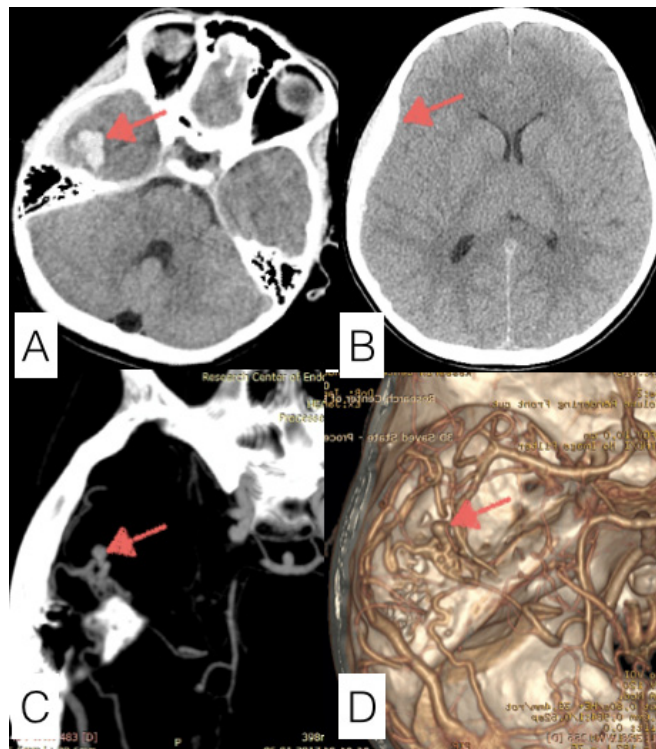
A 8-years old female with acute intracerebral hematoma. - CT showed intracerebral hemorrhage in right temporal lobe and subdural hematoma without significant mass-effect (A and B); C - CT angiography revealed an AVM with intranidal aneurysms that is surrounded by intracerebral hematoma. D - CTA after reconstruction of cerebral vessels showed AVM with intranidal aneurysm
